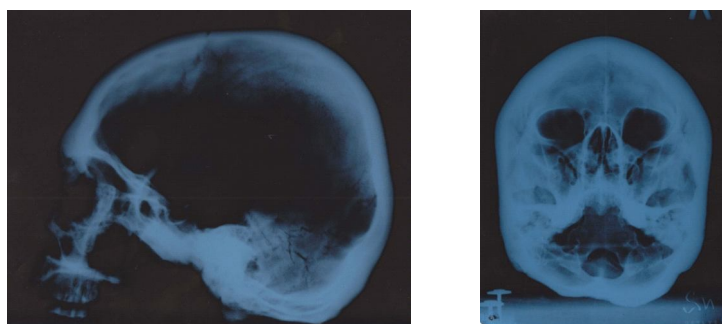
Рентгенограмма боковой и фронтальной сторон черепа мужчины 30–35 лет из погребения 3 кургана 6 могильника Аксай I
